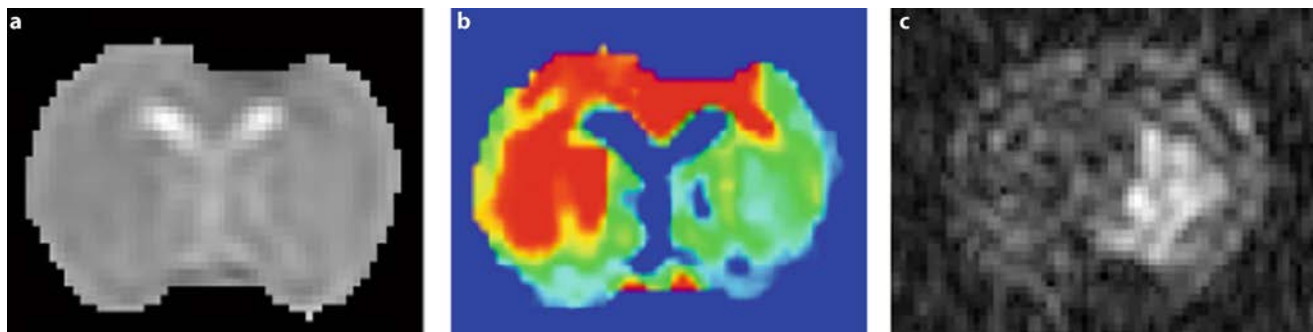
SSFP Magnitudenbild a), Leitfähigkeit b) und DWI c) in einem Tier nach MCAO. Reduzierte Leitfähigkeit im Bereich der DWI-Läsion
